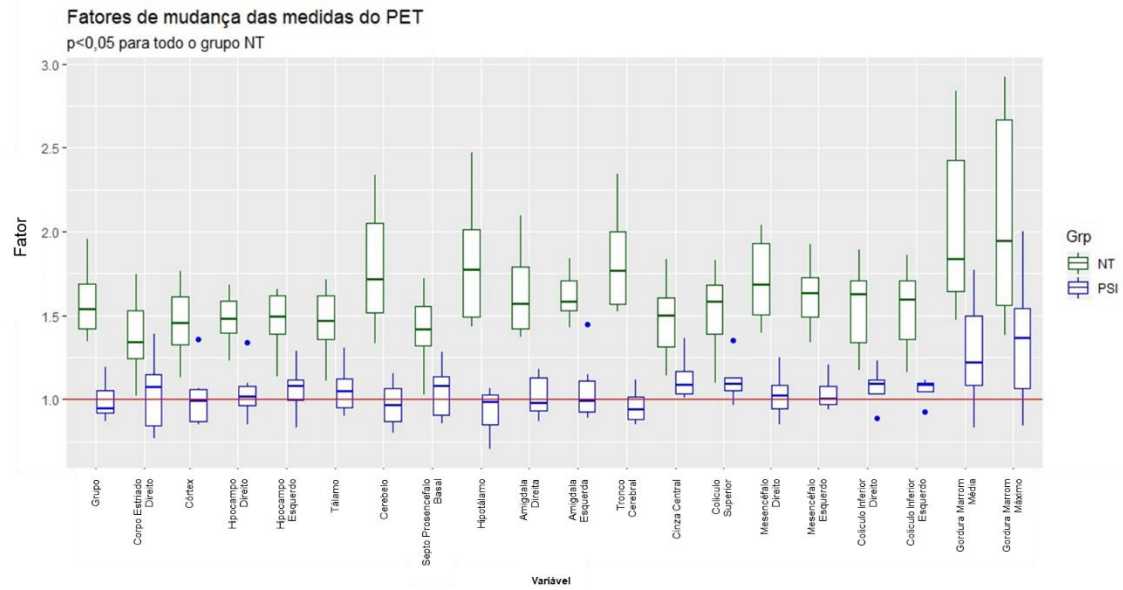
Comparação dos fatores de captação (SUV PET) após 12 semanas de tratamento dos animais pertencentes ao grupo NT versus PSI. A comparação entre os grupos é estatisticamente significativa para todas as áreas descritas na figura. Significância $p < 0,05$.
